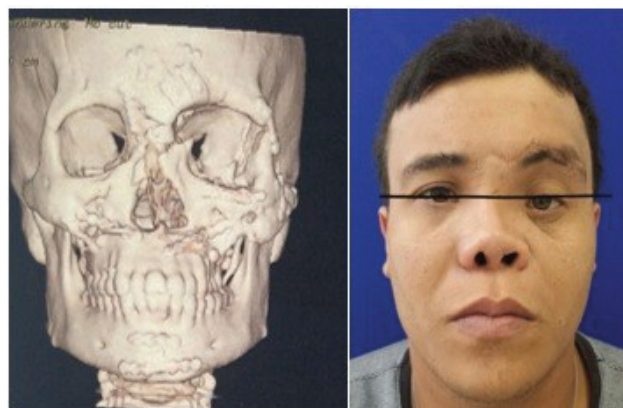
A) Reconstrução 3D da tomografia computadorizada pré-operatória. B) Paciente em vista frontal pré-operatória, evidenciando distopia ocular.
